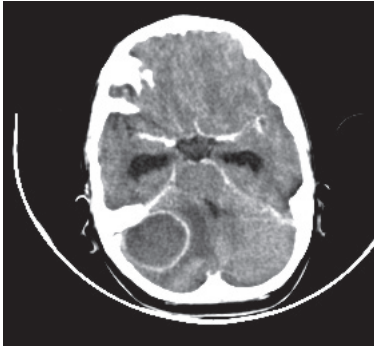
TC con contraste del cerebro mostrando un absceso grande en cerebelo derecho
